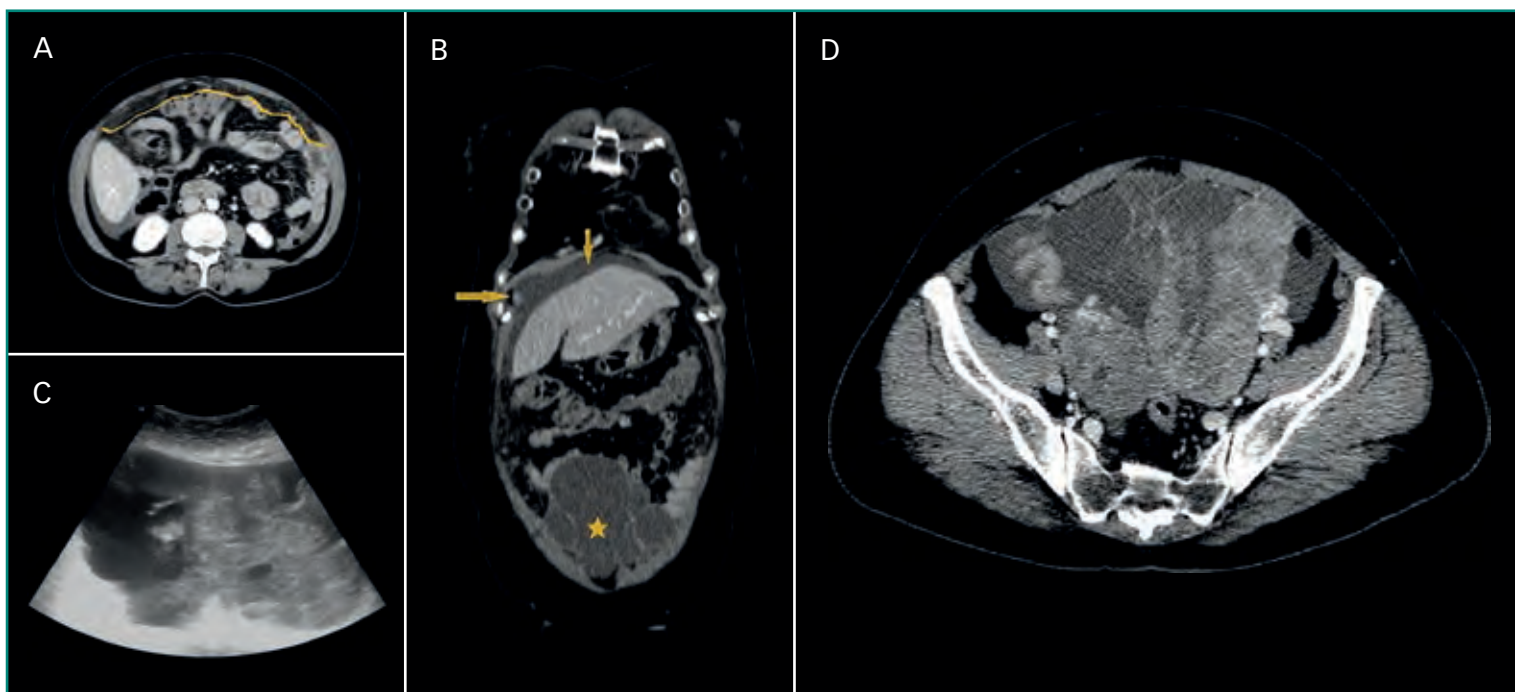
Adenocarcinoma de ovario. B: masa sólido-quística pélvica (*estrella*), con nódulo peritoneal (*flecha horizontal*) y ascitis (*flecha vertical*). A y D: corte axial de la misma paciente muestra afectación peritoneal (*por encima de la línea amarilla*) (nótese la diferencia de atenuación con la grasa mesentérica normal). En la ecografía (C) se aprecia una masa heterogénea con componente líquido (anecoico) y sólido (ecogénico).
